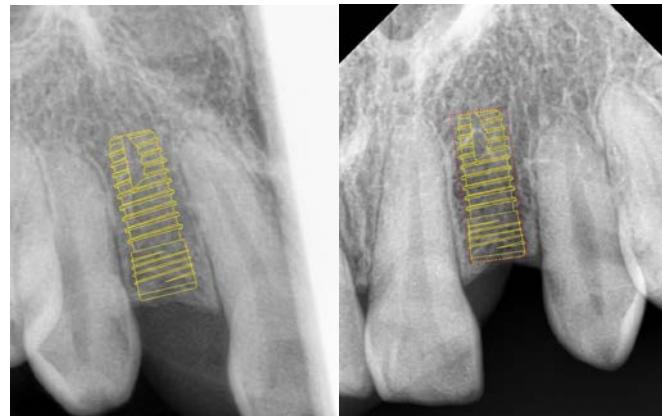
5г. Внутриротовые рентгенограммы пациентки И. с имплантационными шаблонами.
